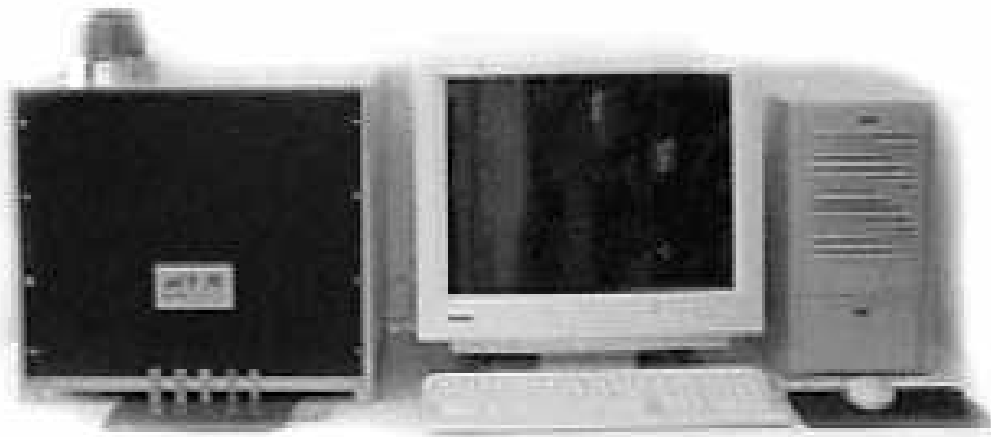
Mikro-CT-System (μ CT 20) der Firma Scanco Medical
